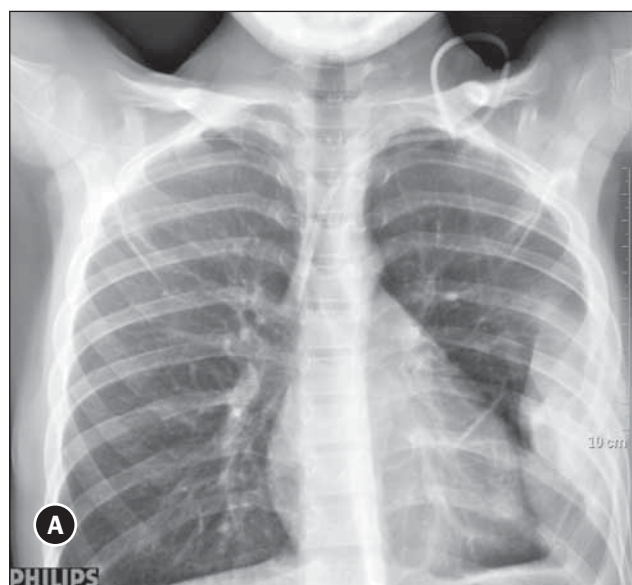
Рентгенограмма (А — прямая, Б — боковая проекция) грудной полости пациентки К., 8 лет
